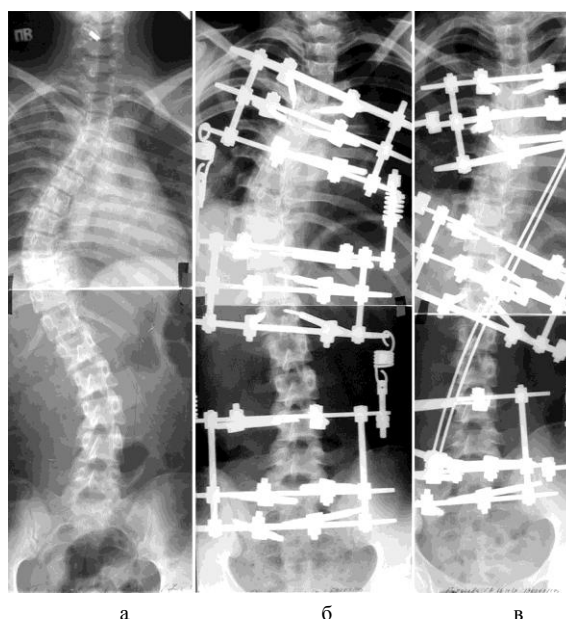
Рентгенограммы больной Г. до оперативного лечения (а), на 2-е сут. (б) и на 20-е сут. (в) после операции
